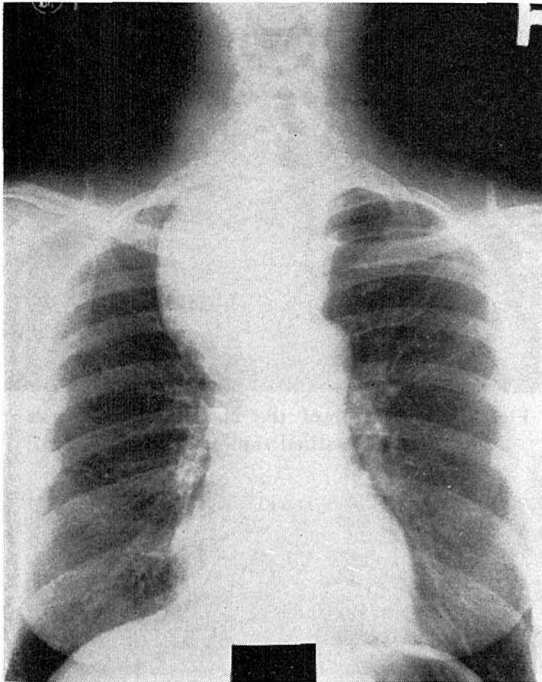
X-ray film of the chest (February, 1976)
